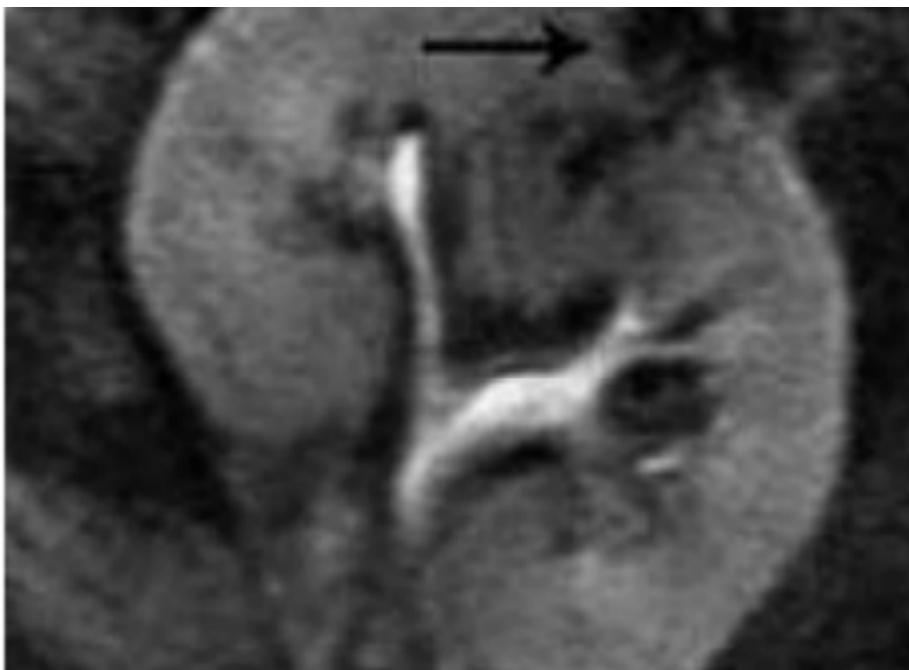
pyélonéphrite aigue avec abcès visualisé en IRM(137).
